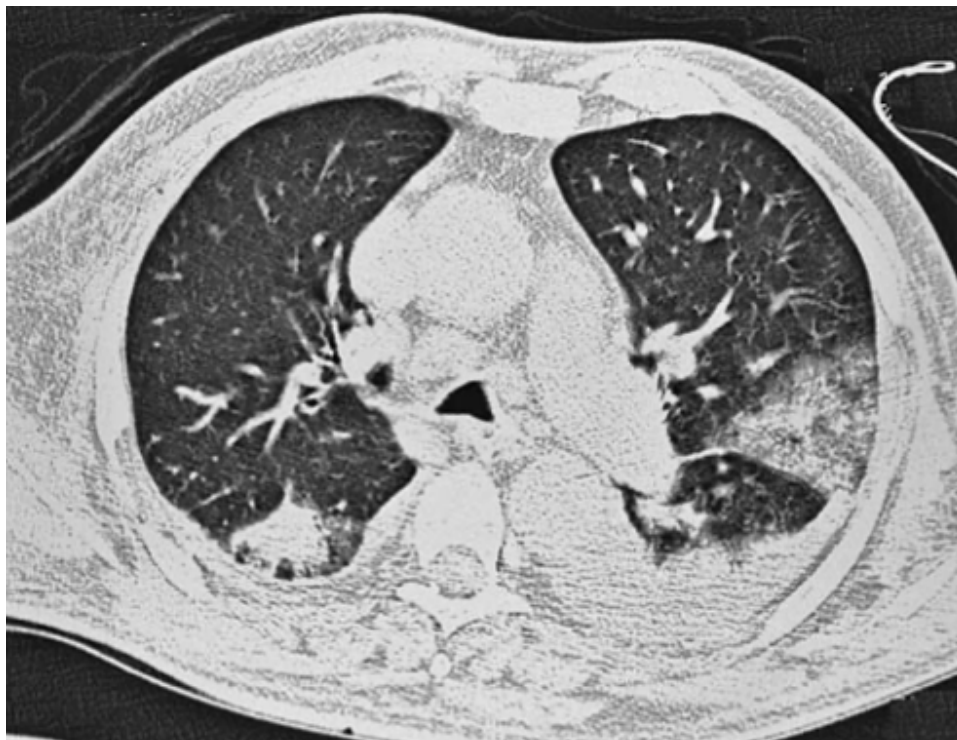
TAC do tórax (corte superior). Múltiplas áreas de consolidação bilaterais, compatíveis com pneumonia aspirativa. Adaptado de Toufen Junior et al., 2007.
